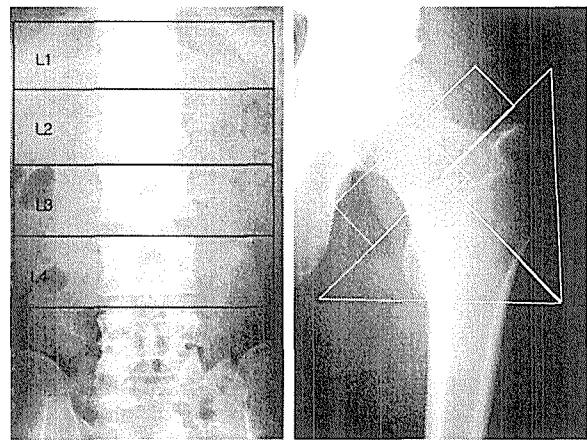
The plain films of the lumbar spine(a) and femur(b) show BMD measurement in postmenopausal women using dual energy X-ray absorptiometry. Note the region of interest of anteroposterior lumbar spine and femoral neck(rectangle), Ward's triangle(square), trochanter(upper triangle), femoral shaft(lower triangle).BMD measurement
